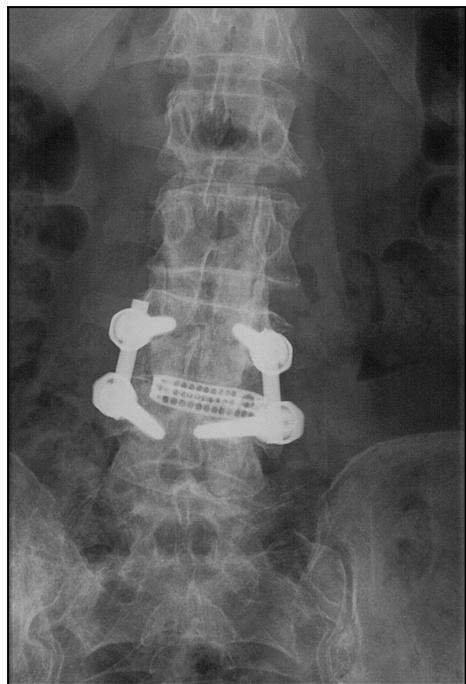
Postoperative Röntgenübersichtsaufnahmen der Wirbelsäule (4/ 2002) in zwei Ebenen
